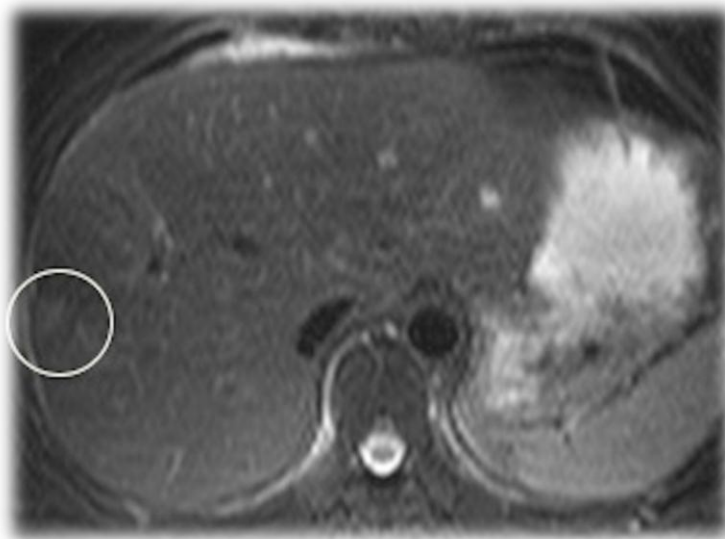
RM que muestra una lesión hepática focal ligeramente hiperintensa en T2
